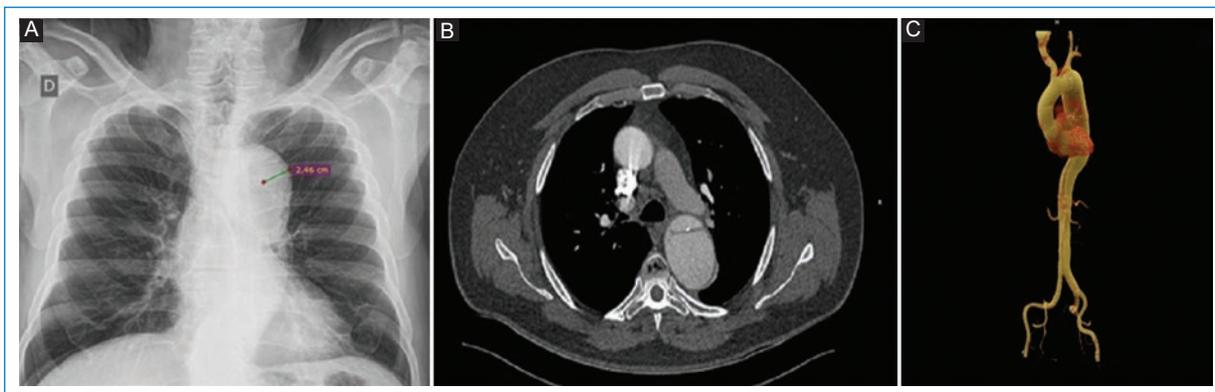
Desplazamiento de las calcificaciones aórticas mayor de 6 mm en un paciente varón de 69 años con disección aórtica tipo B. A: en la radiografía de tórax de frente. B: angio-TC, corte axial. C: reconstrucción VRT.
